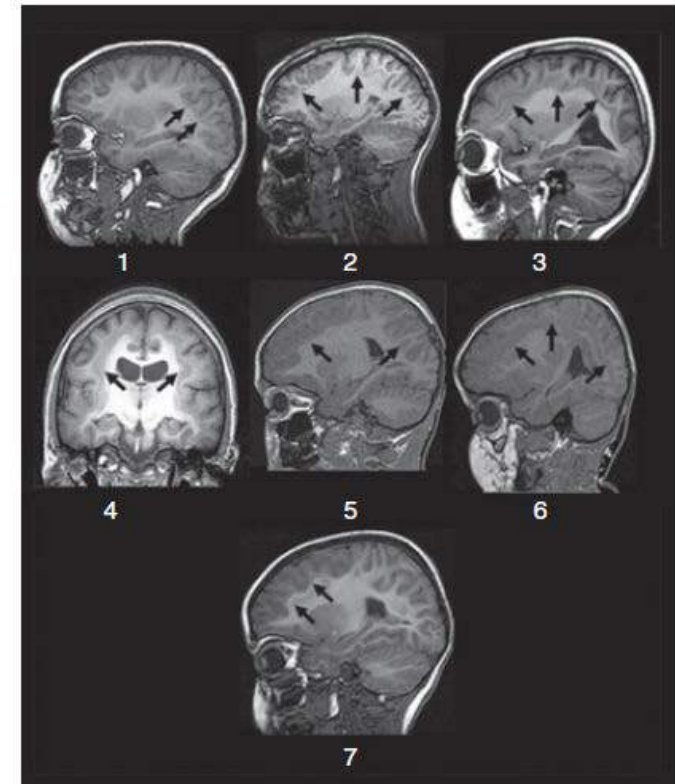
Representative magnetic resonance images from patients 1 to 7. Black arrows highlight the heterotopic bands of grey matter. Images are parasagittal T1-weighted, other than for patient 4, which is coronal T1.
